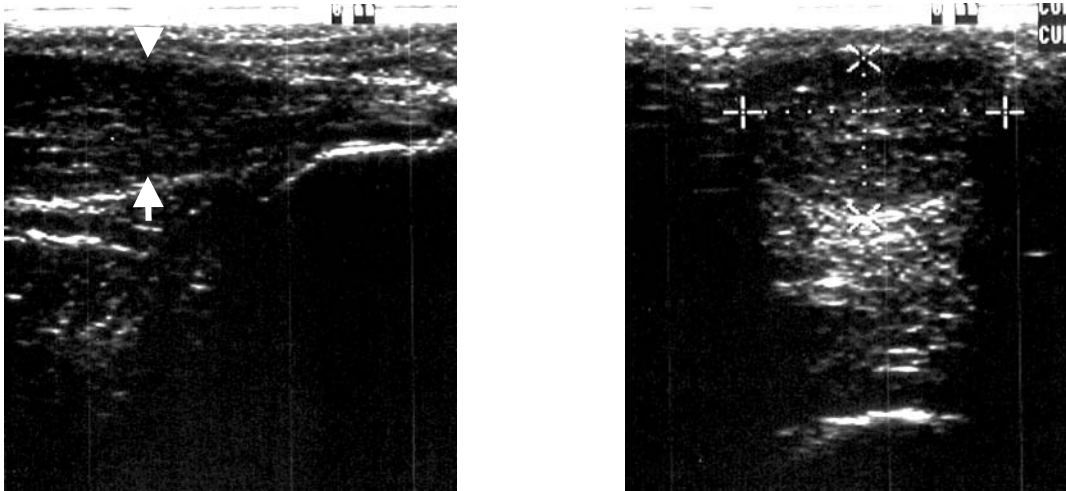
Sonographisches Bild einer Achillessehne 4 Jahre nach Ruptur, links im Längs-, rechts im Querschnitt. Deutlich sind die massive Kaliberzunahme der Sehne und die Inhomogenität der Binnenstruktur zu erkennen. (20 x 12 mm, 188 mm²)
